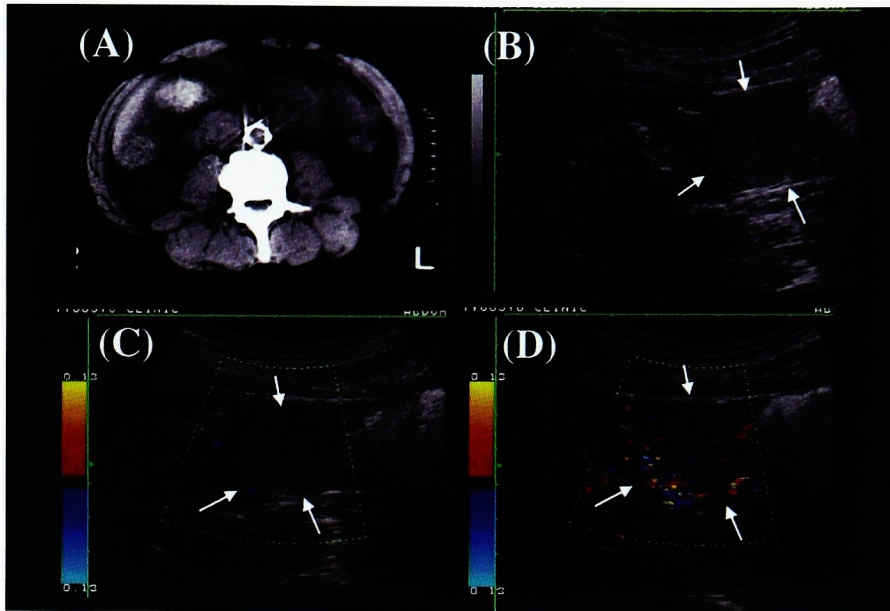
Case 4; Renal cell carcinoma (A, B; Gray scale ultrasonography and plain CT showed renal mass at the upper pole of the right kidney. C; This suggestive echogenic portion showed a little color Doppler signal on PCD. D; After injection of sonographic contrast agent, the suggestive echogenic portion is markedly enhanced on ECD).
